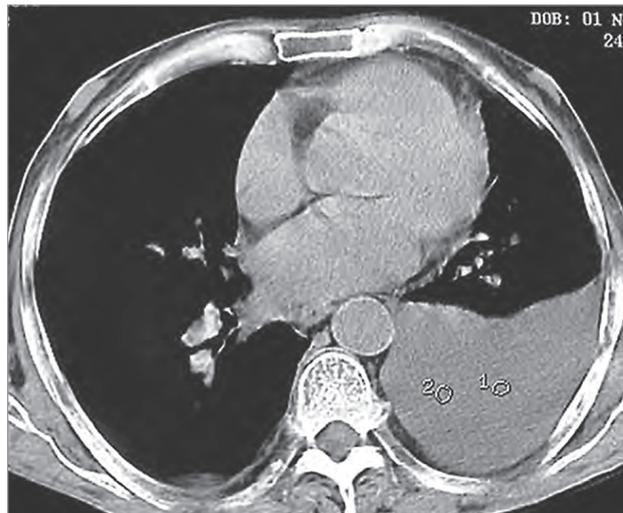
Фрагмент компьютерной томографии органов грудной клетки пациента с левосторонним экссудативным плевритом при саркоидозе
